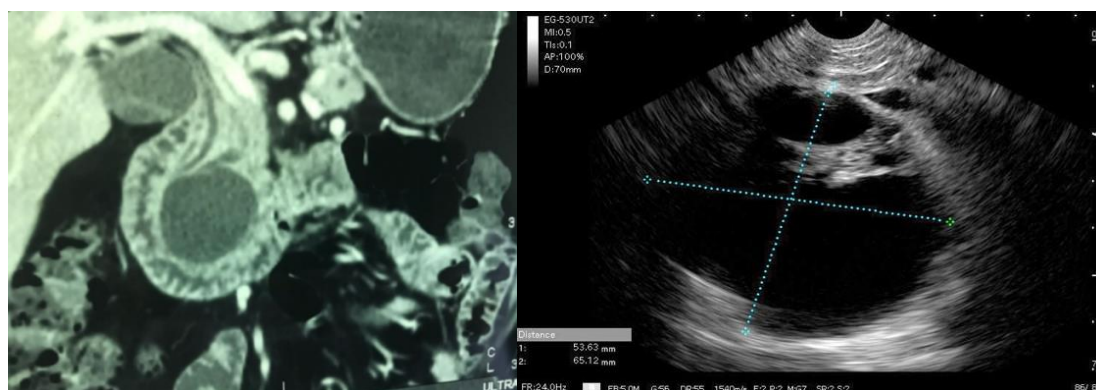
Homem com história de pancreatite aguda. TC mostrou coleção na cabeça do pâncreas. Ecoendoscopia com imagens compatíveis com CAS, mas a biópsia revelou se tratar de NIMP. Indicada cirurgia que confirmou NIMP com câncer superficial de 1,5 cm.
